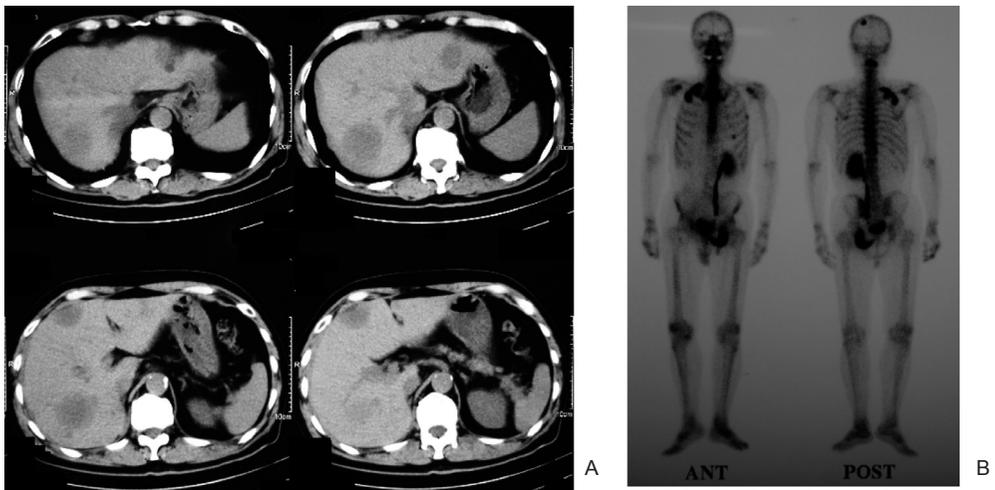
Computerized tomography and bone scintigraphy showed multiple liver and bone metastasis.
